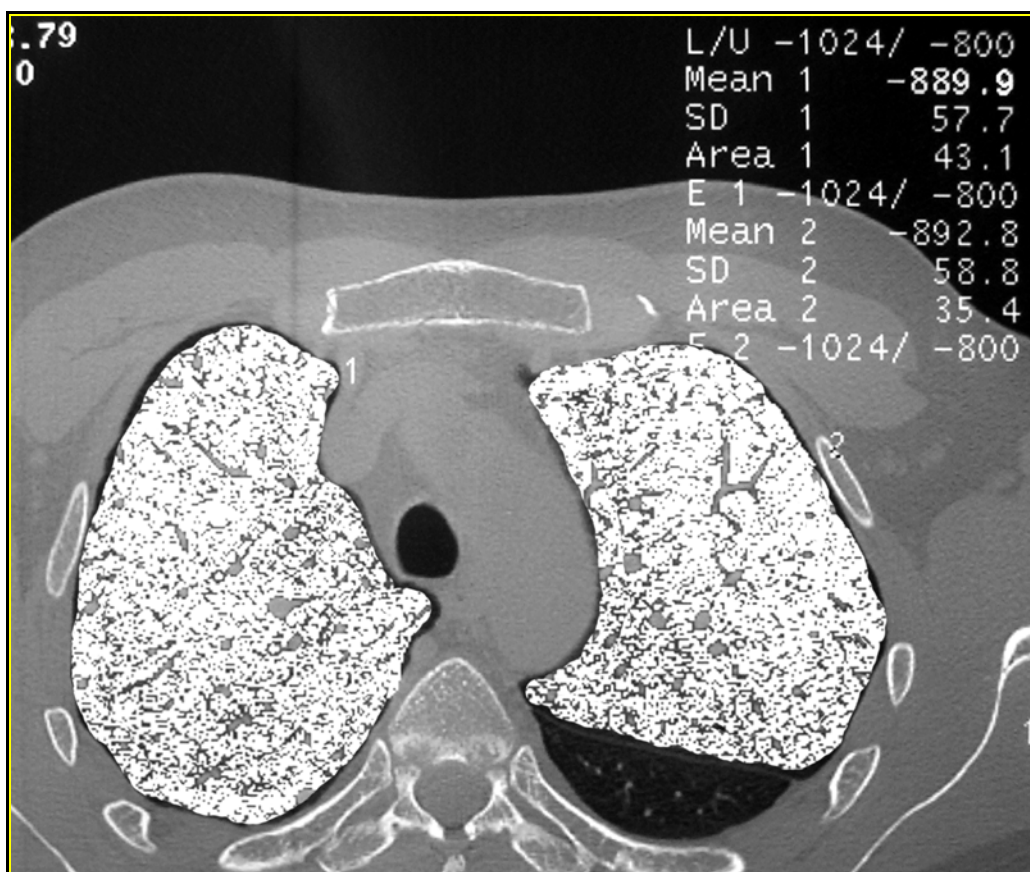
Ejemplo de un análisis automático de densidad de atenuación mediante tomografía computerizada de alta resolución
